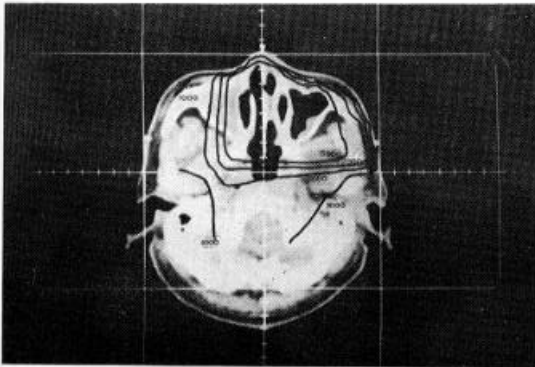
Isodose distribution curve of post-CT scan treatment plan. 150% isodose curve (3,000rad) encompassed the total target volume of the tumor and irradiated dose to the spinal cord was reduced. After treatment, nasal obstruction was relieved and there was no evidence of recurrence.
